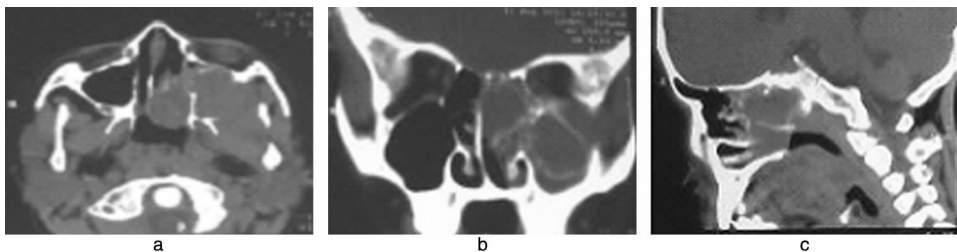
鼻窦 CT 扫描左上颌窦、筛窦、蝶窦见不规则软组织影, 病变侵入鼻腔; 左上颌窦内后侧壁, 左眶下缘骨质破坏, 侵犯翼腭窝及中颅窝底, 鼻咽后壁增厚 a: 水平位; b: 冠状位; c: 矢状位
